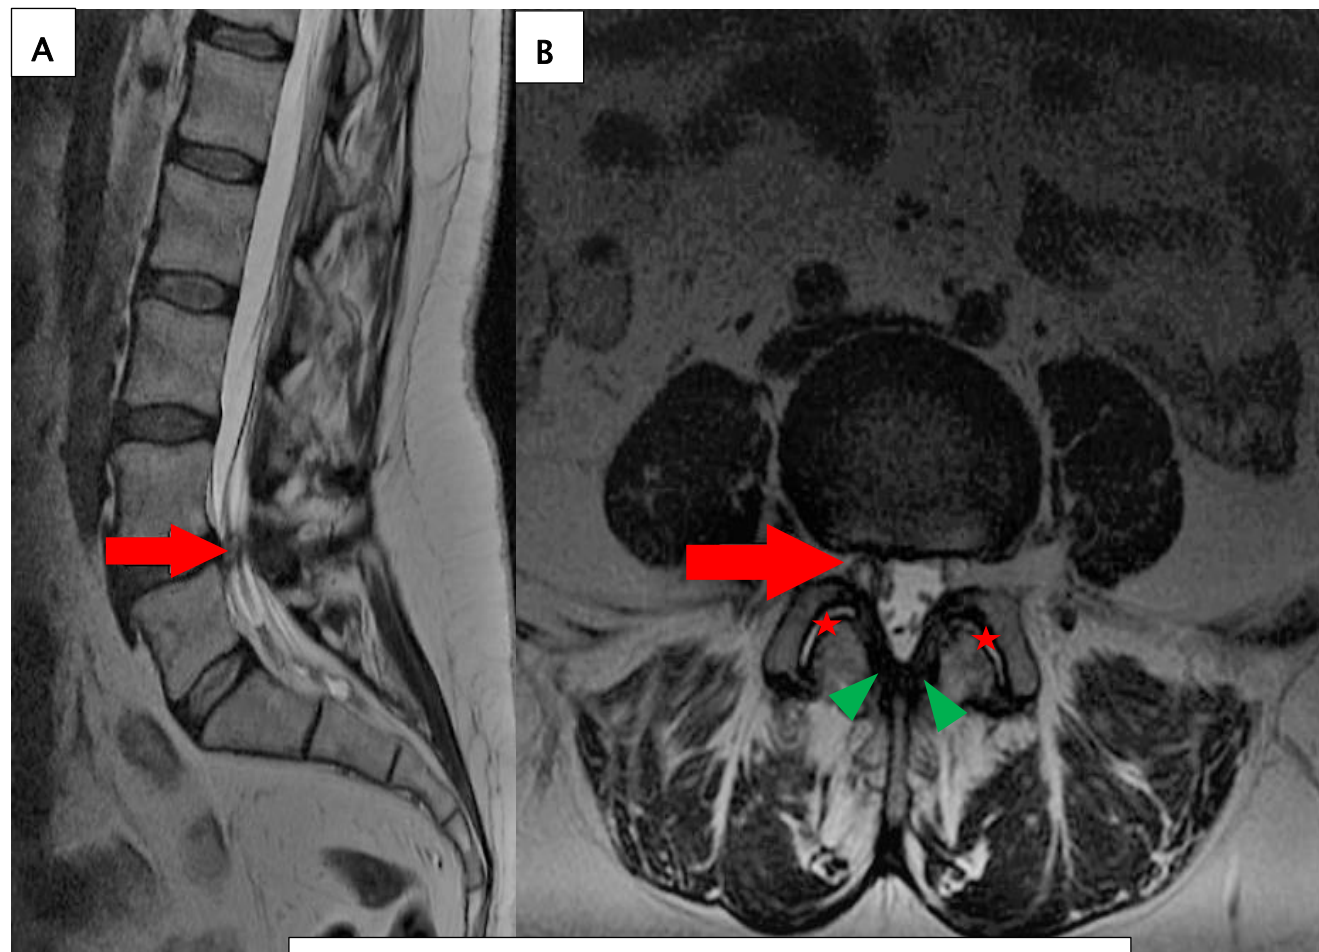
IRM lombaire en séquences pondérés T2 coupe sagittale (A) et axiale (C) et séquences pondérées en coupes sagittales T1 (B)
